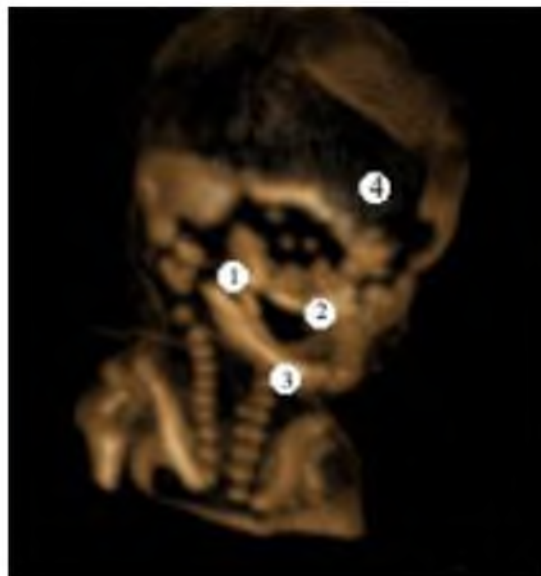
Комп'ютерна томограма голови і ший плода 200,0 мм ТПД. Передньо-права проєкція. Зб. 1,2<sup>x</sup>:
